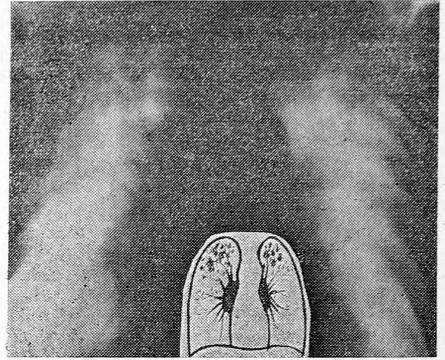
Томограмма больного X, 52 лет.
